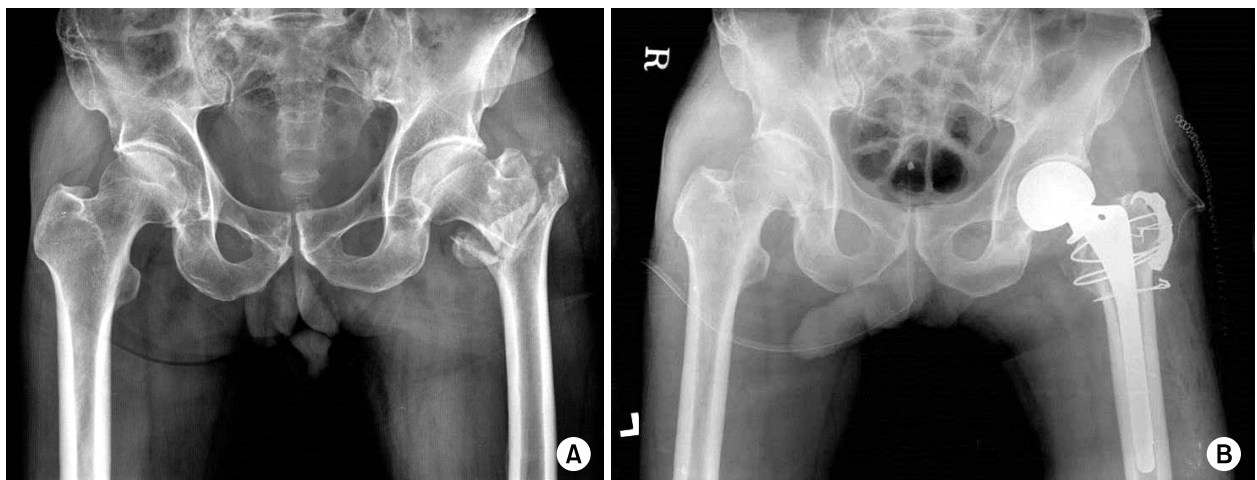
(A) Preoperative radiograph of type A greater trochanter (GT) fracture in a 78-year-old male. (B) Postoperative radiograph of a type A GT fracture fixed with a greater trochanteric reattachment plate.
